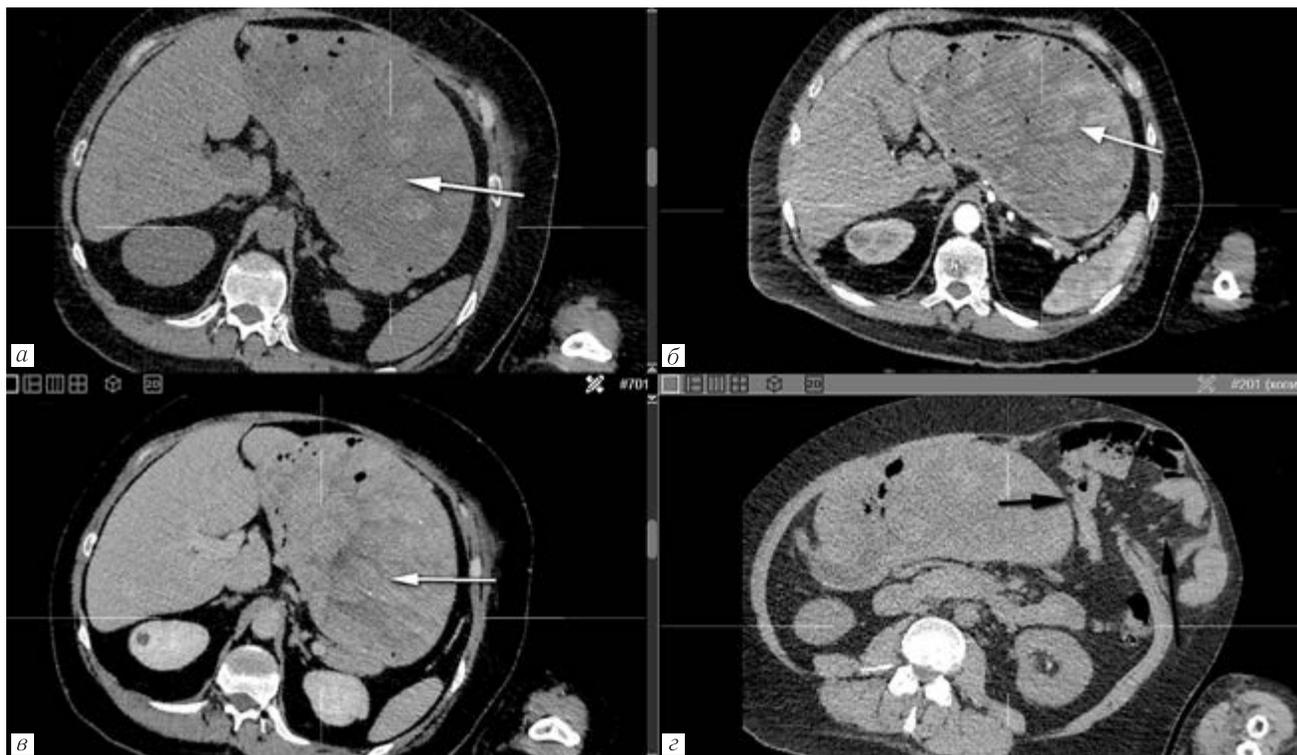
КТ-исследование абдоминальной области. Аксиальные срезы: *а* — бесконтрастное КТ-изображение; *б* — артериальная фаза контрастирования; *в* — портальная фаза контрастирования. Полипы желудка (белые стрелки); *з* — нативное КТ-изображение. Постоперационная (ликвидация инвагинации тонкой кишки) вентральная грыжа (черные стрелки)
